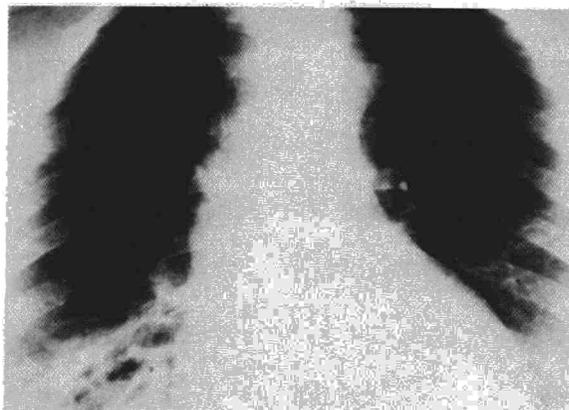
Radiografía simple de tórax. Zona de condensación basal derecha con imágenes quísticas.
